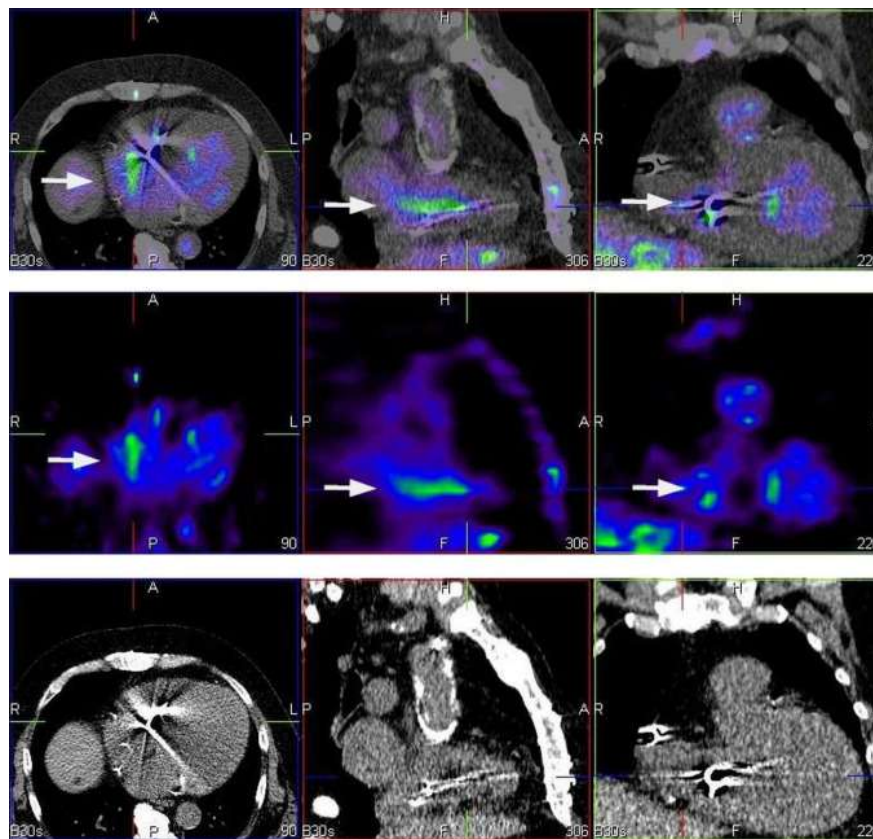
scintigraphie aux leucocytes marqués montrant une accumulation de leucocytes marqués au voisinage d'une électrode implantée (flèches) (93) (94).
